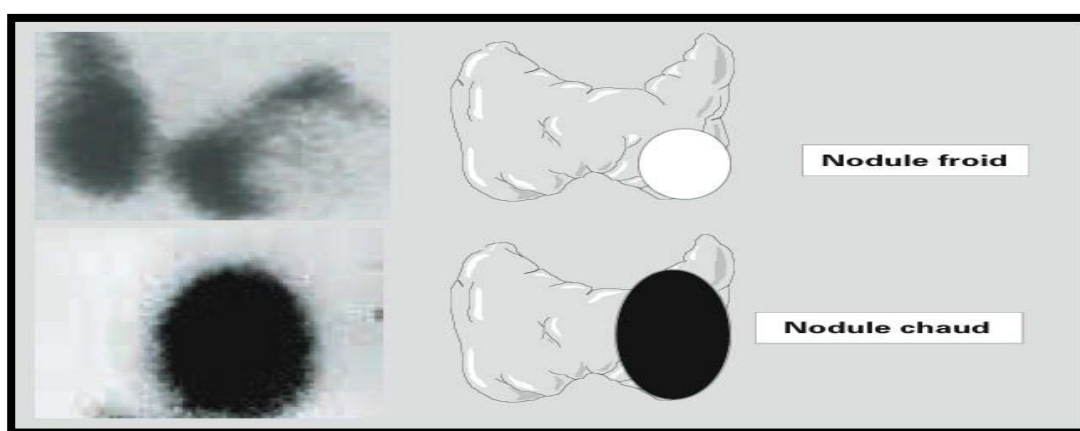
Images scintigraphiques d'un nodule froid (en haut) et chaud extinctif (en bas).
